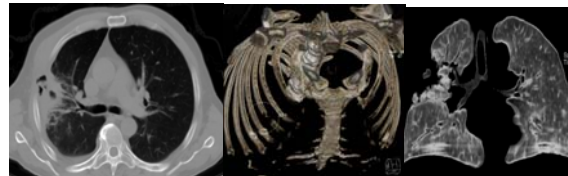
Examen CT, secțiuni axiale, reconstrucții VRT la un pacient în vârstă de 58 ani ce prezintă o leziune heterodensă pleurală dreaptă, proiectată între arcurile costale II-III cu liză osoasă la acest nivel - pneumonie ulcero – cazeoasă.
